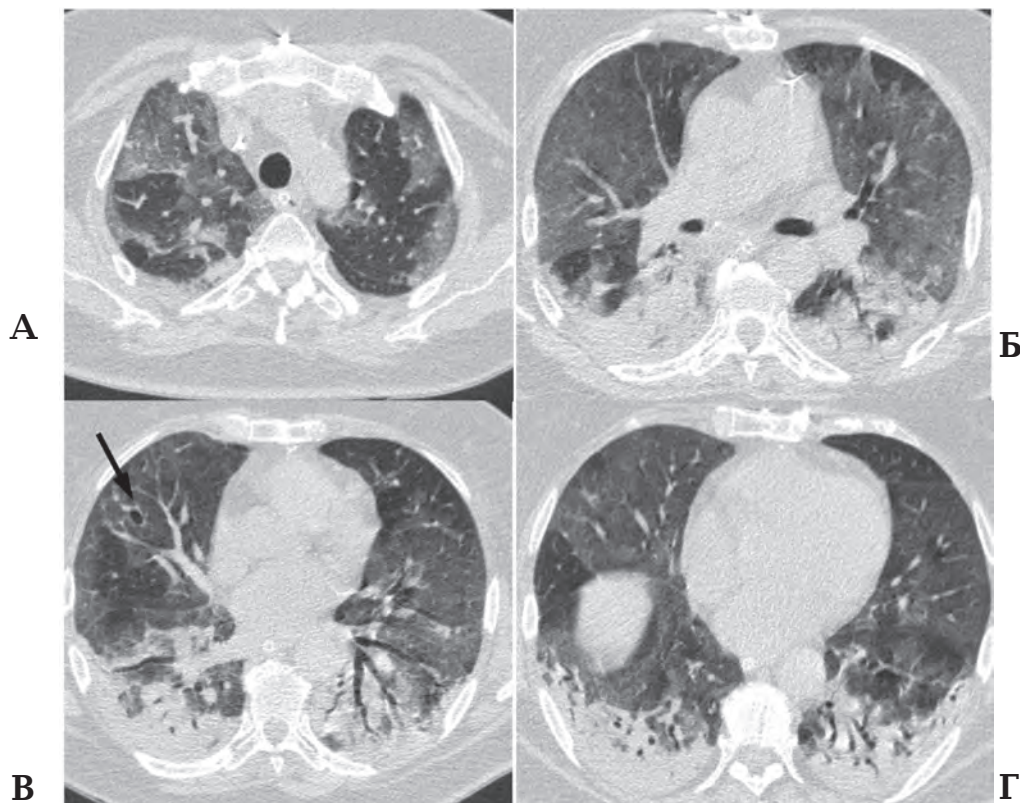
Компьютерные томограммы органов грудной клетки: А, Б, В, Г – аксиальная проекция. На всем протяжении паренхимы правого и левого легкого определяются распространенные диффузные участки матового стекла средней интенсивности с признаками ретикулярной исчерченности на его фоне – симптом «бульжной мостовой». В задних отделах обоих легких отмечается формирование обширных сливных зон консолидации неправильной формы, на фоне которых прослеживаются воздушные просветы бронхов. Изменения нарастают по направлению к базальным отделам. В средней доле правого легкого – единичный бронхоэктаз (стрелка)
